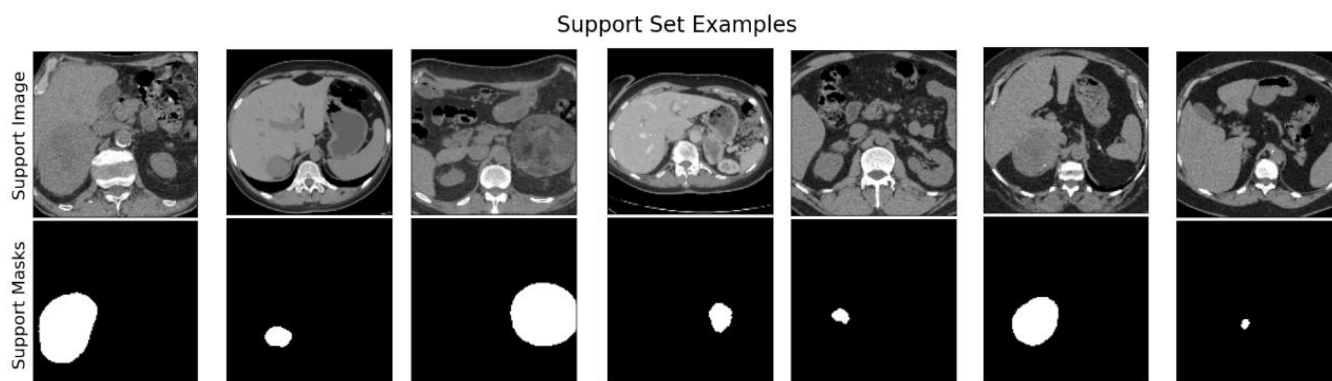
Пример КТ-срезов с бинарными масками, определяющими опухоль
